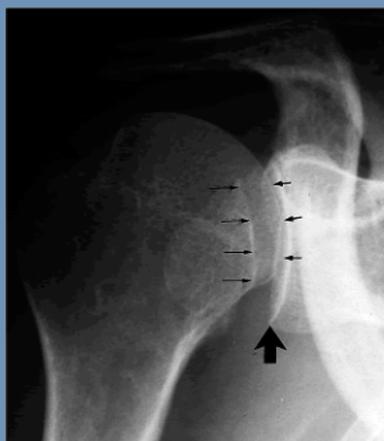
Radiographie de face d'une luxation postérieure de l'épaule : double contour (encoche) (D. Saragaglia <http://www-sante.ujf-grenoble.fr/sante/corpus/disciplines/ortho/ortho/hp4/leconimprim.pdf>)
